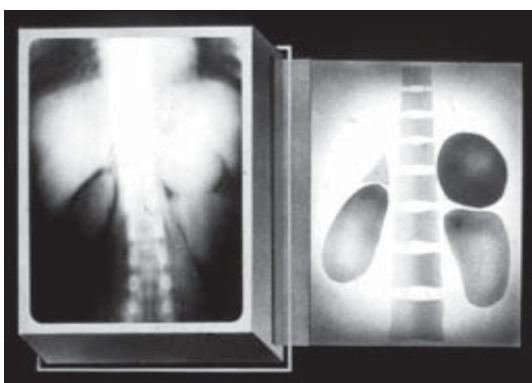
Пухлина лівої надниркової залози. Оглядова рентгенограма черевної порожнини при ретропневмоперитонеумі.
